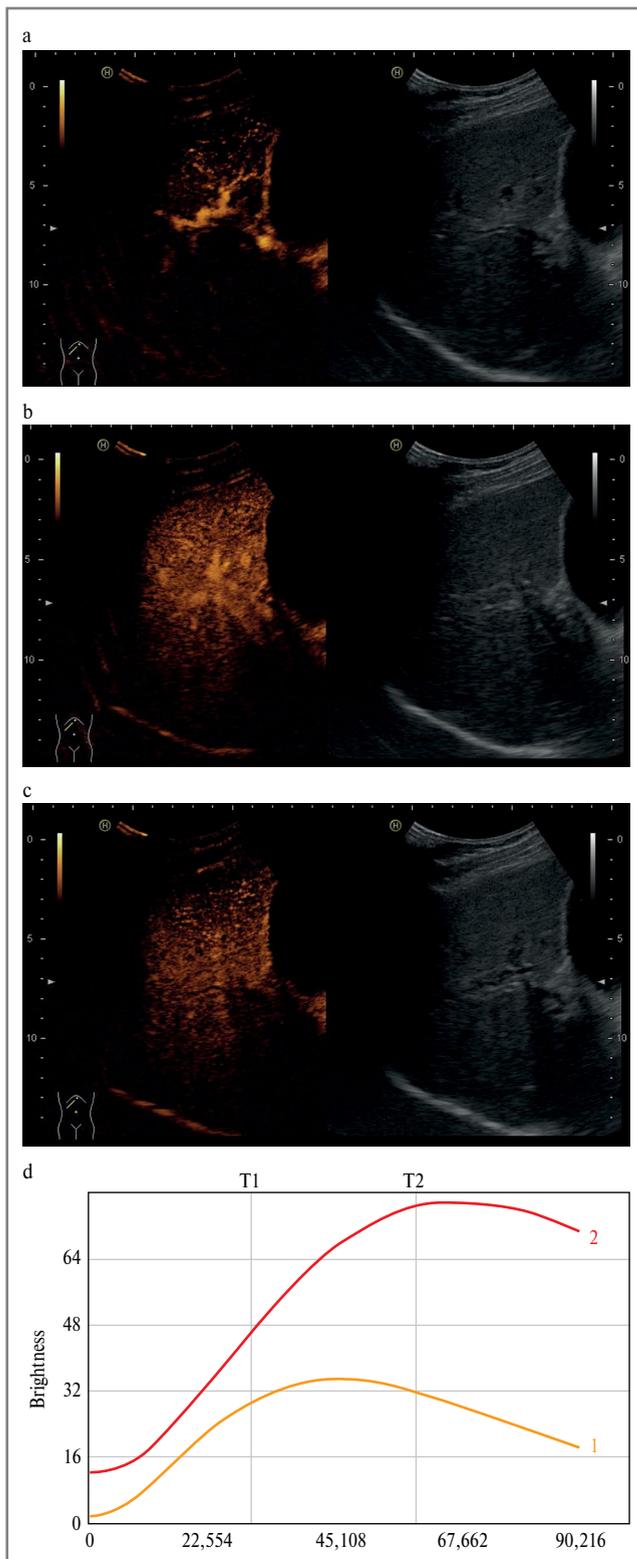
КУУЗИ печени пациентов основной группы:
